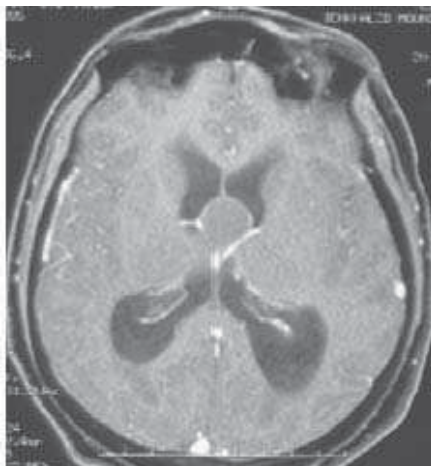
IRM en coupe axiale T1 qui montre un kyste colloïde en isosignal [7].
